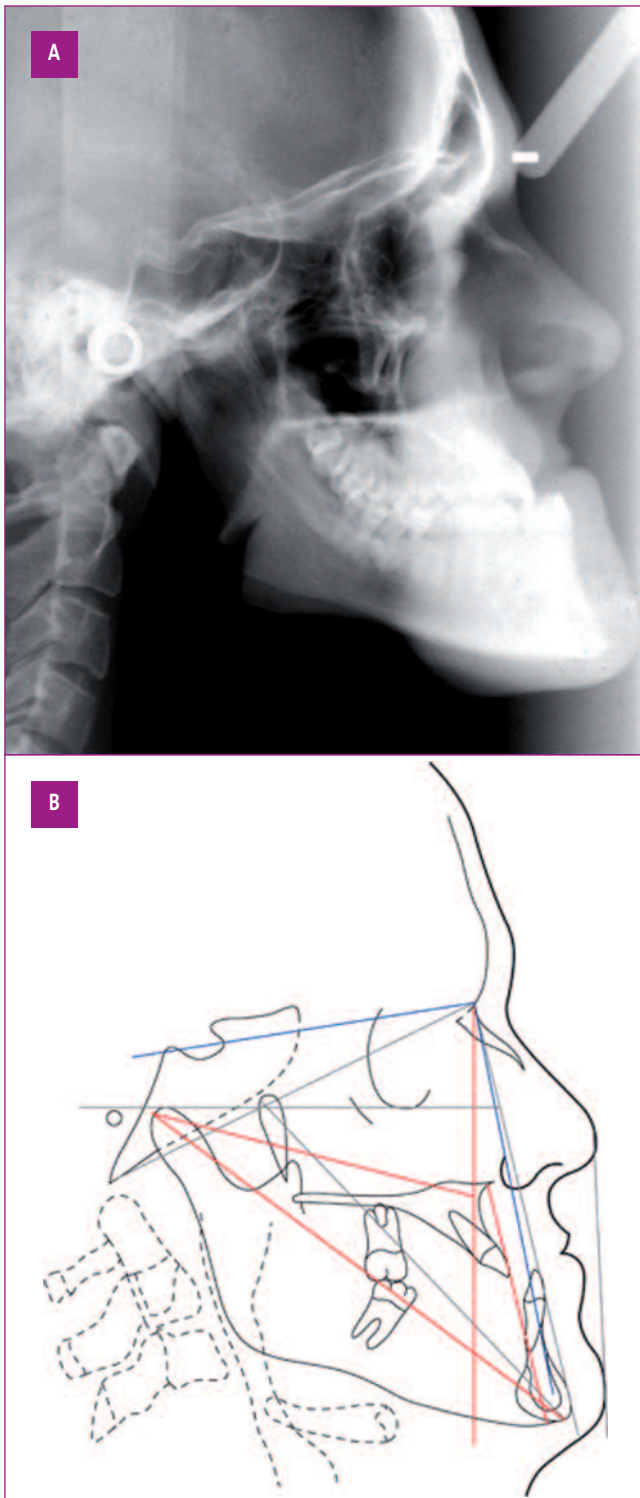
Telerradiografía lateral de cráneo (A) sobre la que se traza y analiza la cefalometría (B), que permite determinar las relaciones de los huesos maxilofaciales y las arcadas dentarias
